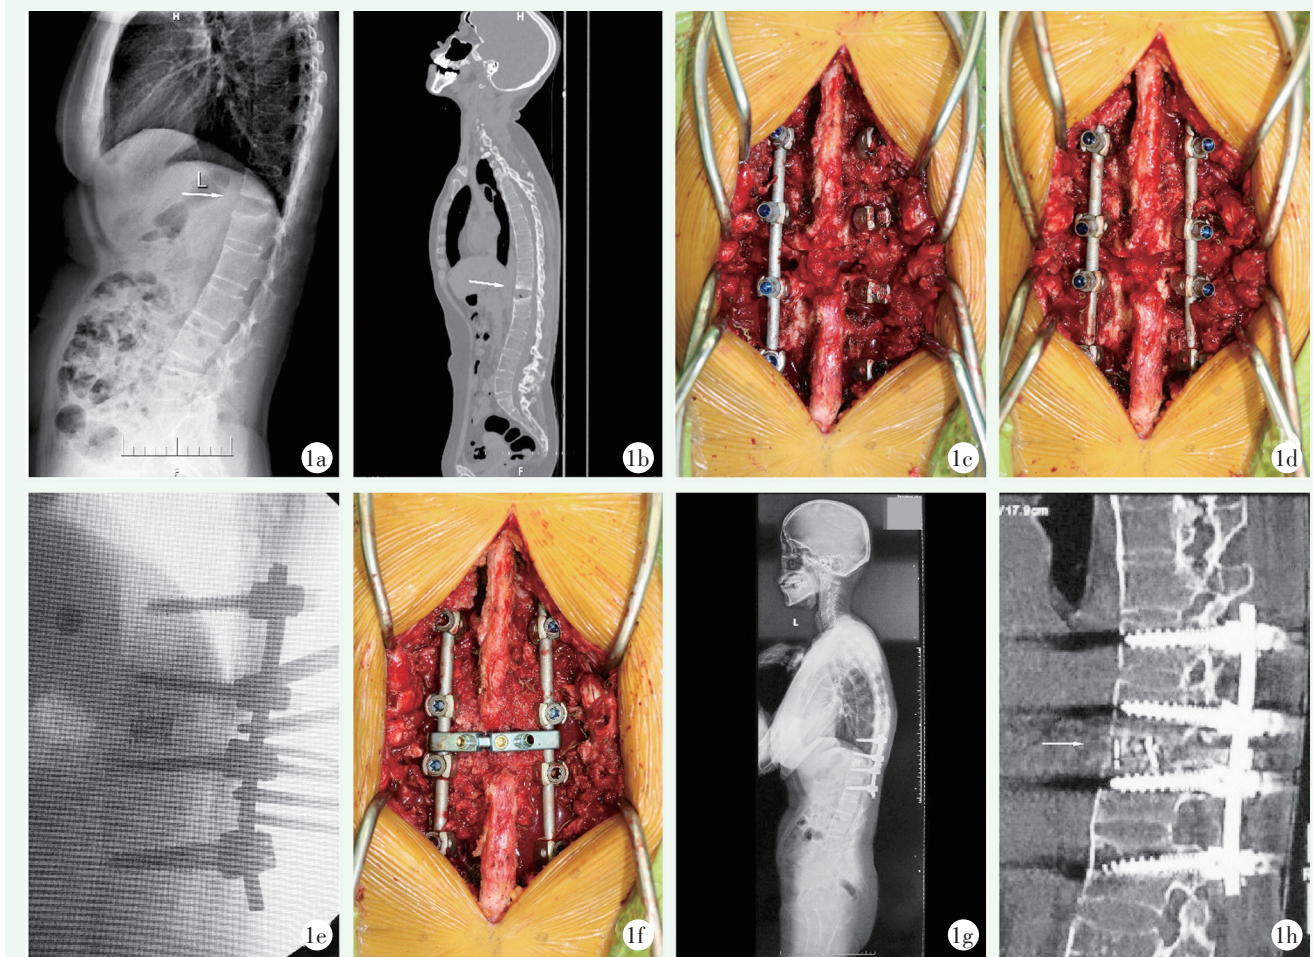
患者,女,36岁,胸背部疼痛5年,诊断为AS合并T₁₂L₁椎间隙应力骨折 1a:术前脊柱侧位X线片示T₁₂L₁椎间隙骨折线(白色箭头) 1b:术前矢状位CT示T₁₂L₁椎间隙累及三柱骨折伴局部增生硬化,可见“真空征”现象(白色箭头) 1c:术中显露硬膜囊及对应神经根,两侧截骨缝隙达到完全贯通 1d:完成截骨,置入充填骨粒的钛笼,去除临时固定棒,安装两侧固定棒,将截骨处上、下螺钉两侧同时抱紧、逐步闭合截骨间隙 1e:透视显示钛笼位置及矫正角度可 1f:将固定节段椎板及小关节凿成鱼鳞状,植入自体骨或同种异体骨,安放横连接 1g:术后11个月脊柱全长侧位X线片示骨折线闭合 1h:术后11个月矢状面CT示椎间植骨融合(白色箭头)
